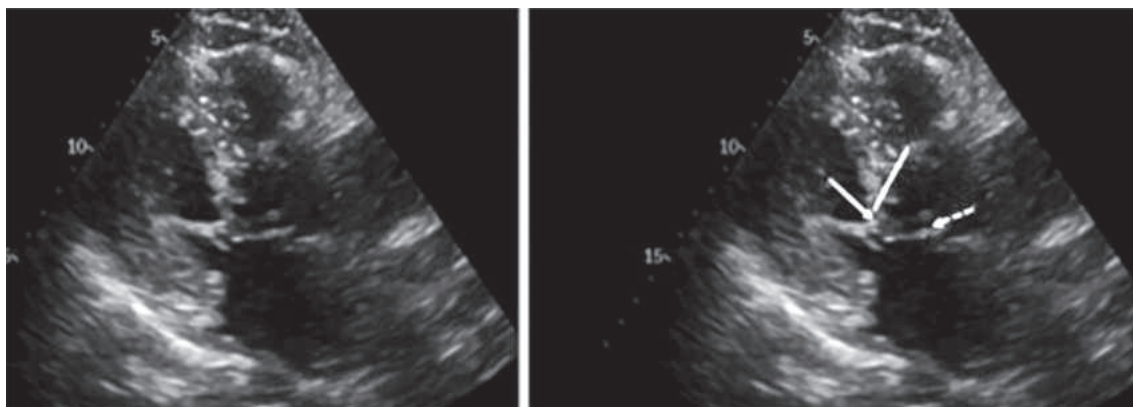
Imagine Ecografica de SAM
